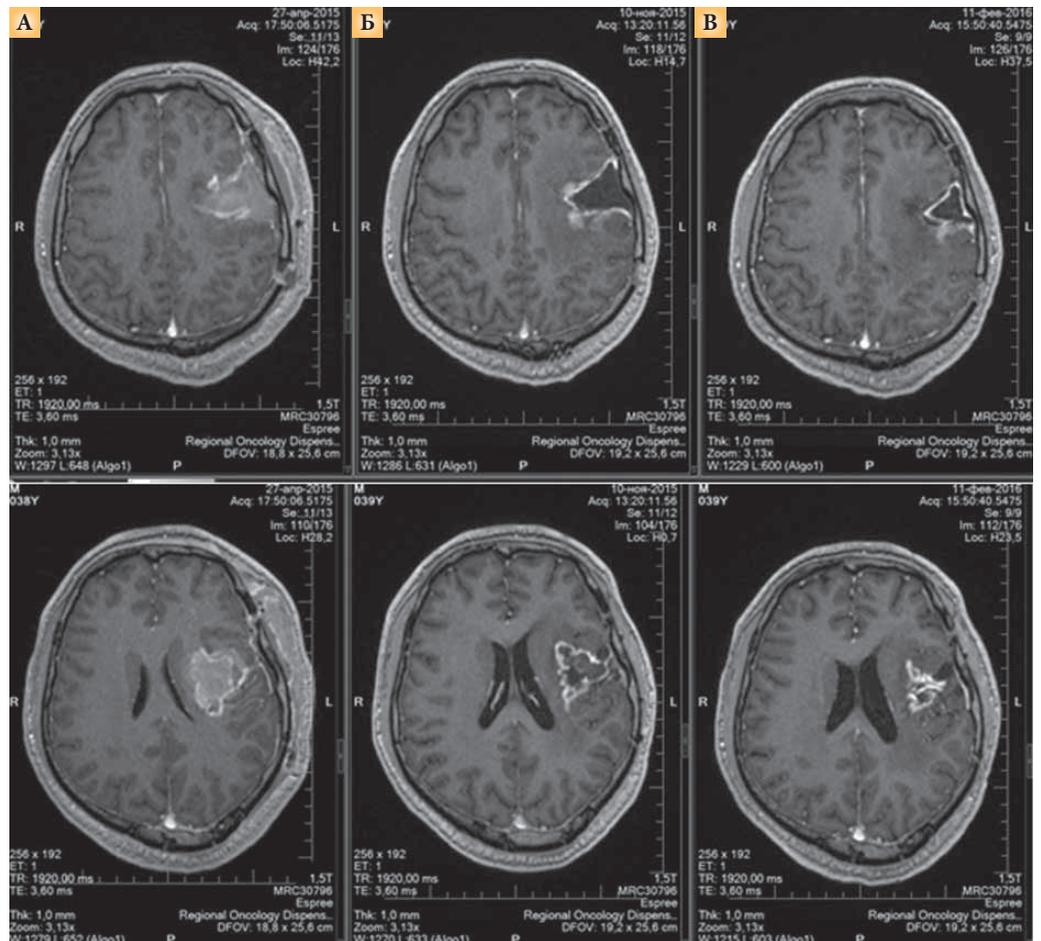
Результаты МРТ: эффективность химиолучевой терапии у пациента с глиобластомой (А – после операции, Б – после лучевой терапии и монокимиотерапии темозоломидом, В – после шести курсов монокимиотерапии)
